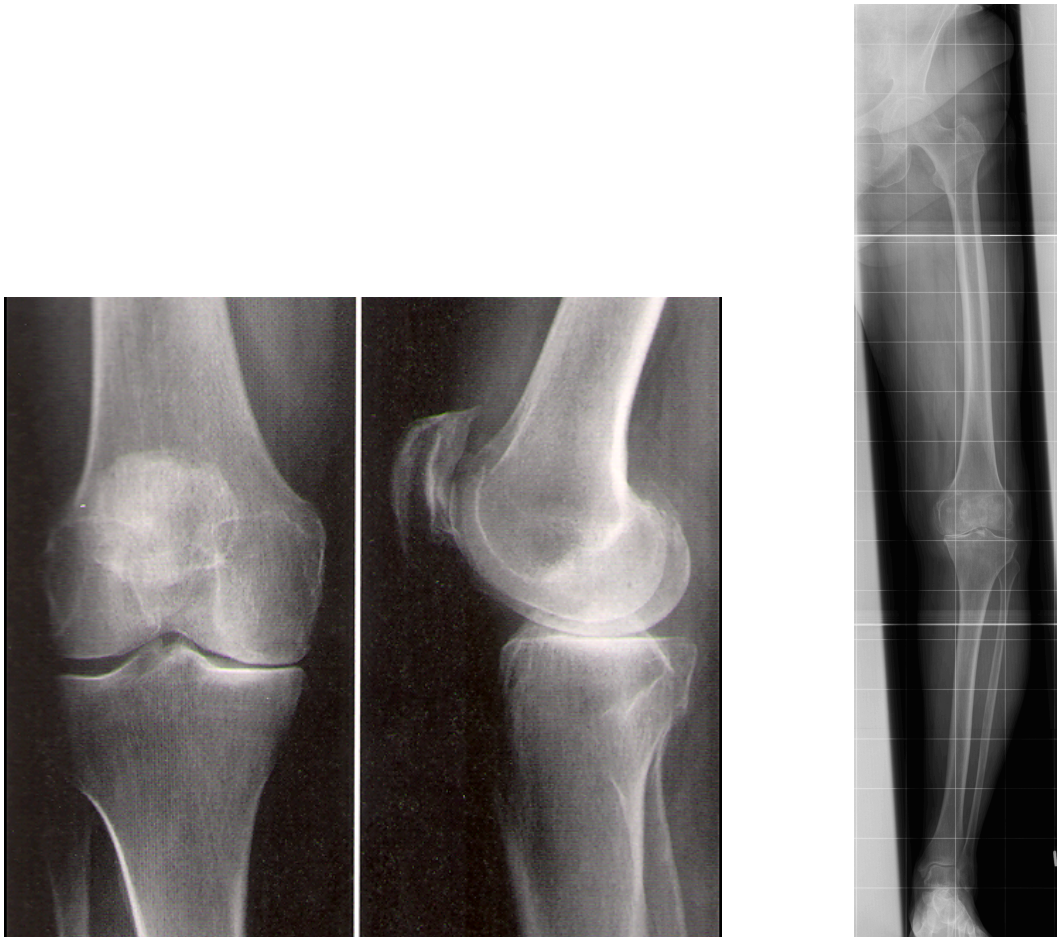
Präoperative Röntgendiagnostik
